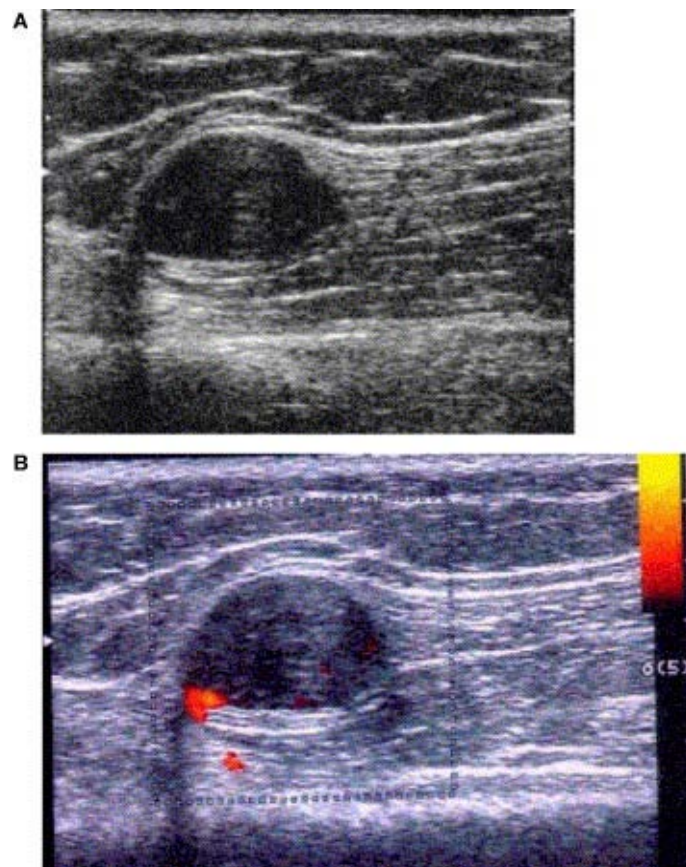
aspects échographiques des liposarcomes.
